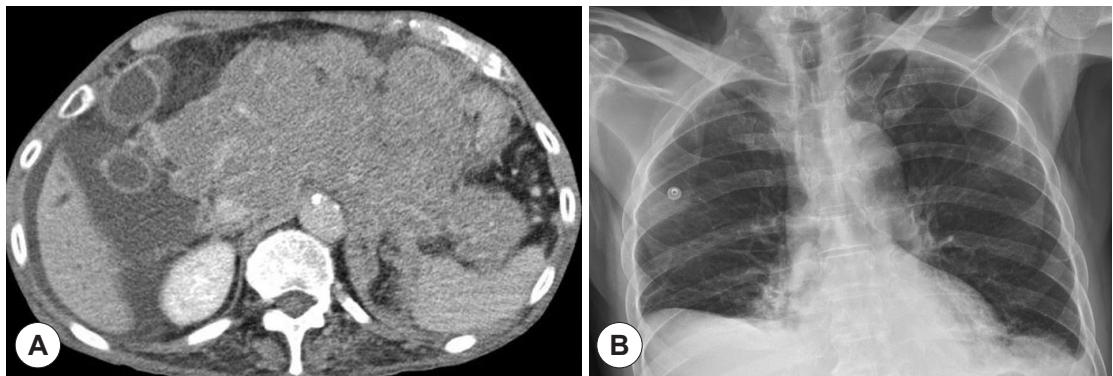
CT and X-ray image of progressed anaplastic plasmacytoma. A: Abdomen CT image showing a large heterogeneous mass which replaces pancreatic tissue. B: Chest X-ray image showing pleural effusion of both lung lobes.
